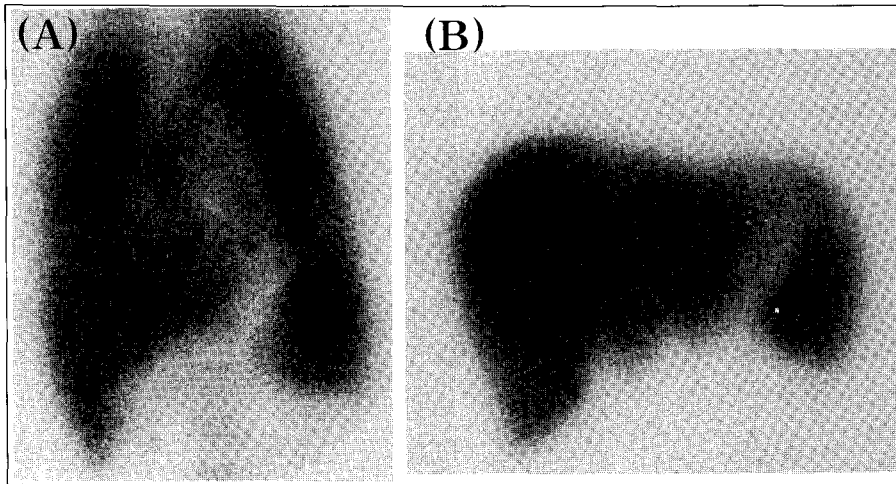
A 22-year old man who suffered from tuberculous brain abscess. He also had Gilbert's disease. During anti-tuberculous medication, toxic hepatitis developed. Serum levels of AST and ALT rised to 640 IU/L and 550 IU/L. (A) An anterior image of Tc-99m tin colloid liver scintigraphy showed intense pulmonary uptake of radiocolloids. (B) A follow-up liver scintigraphy was performed 3 years later and no increased pulmonary uptake of radiocolloids was observed.
